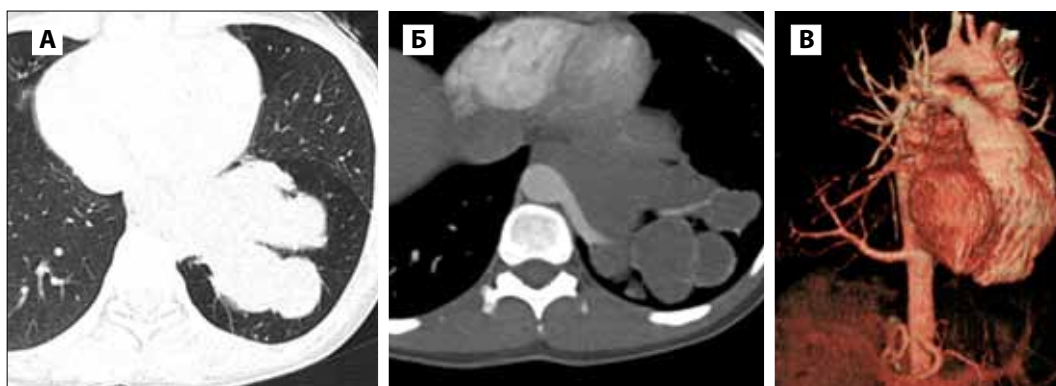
Больная Т., 24 года. МСКТ ангиография грудной клетки. Аксиальные (А, Б) сканы, объемная (VRT) реконструкция (В) грудной клетки. Кистозное образование нижней доли левого легкого (А, Б), aberrantная артерия, отходящая от нисходящей аорты (Б, В).
